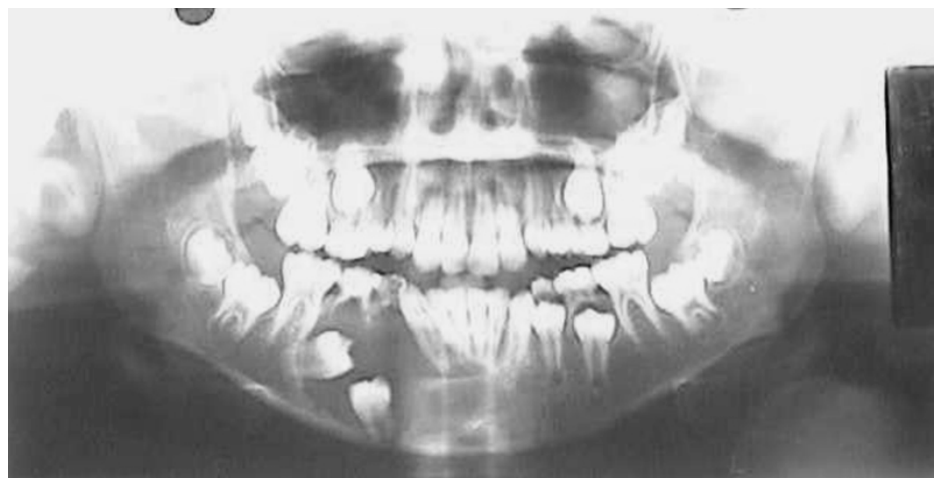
Radiografía panorámica del quiste que involucra los dientes 44 y 45
